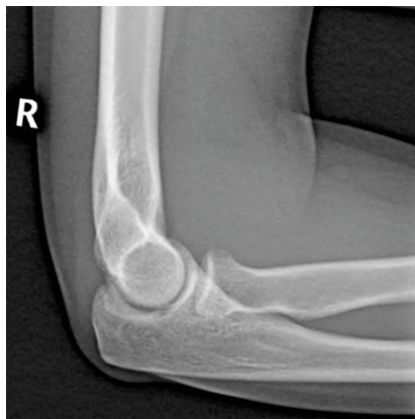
Рентгенограмма правого локтевого сустава. Правая боковая проекция
